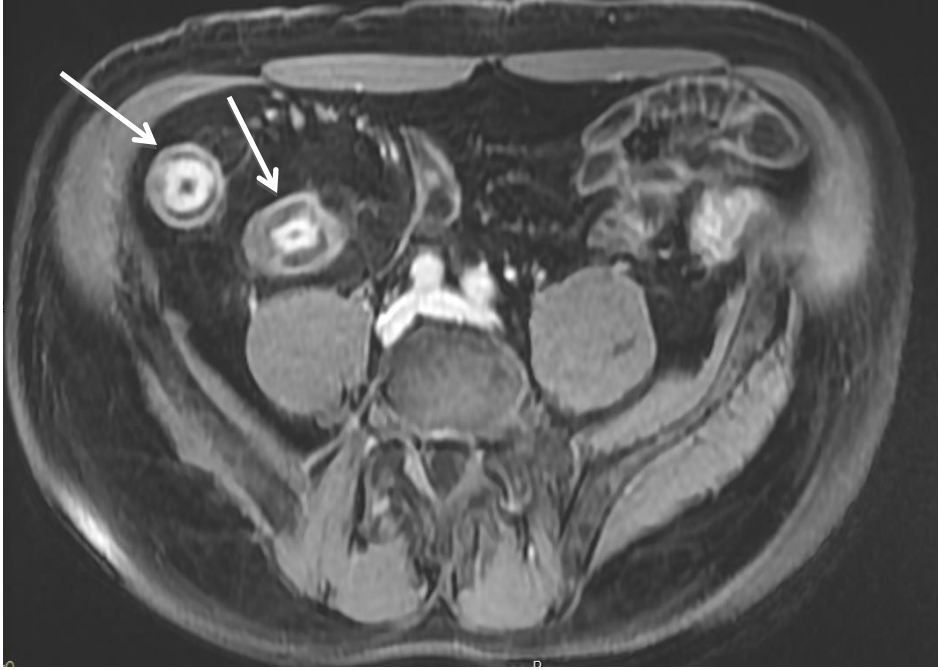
IRM, séquence pondérée en T1 après injection en axial. Rehaussement en cible.
